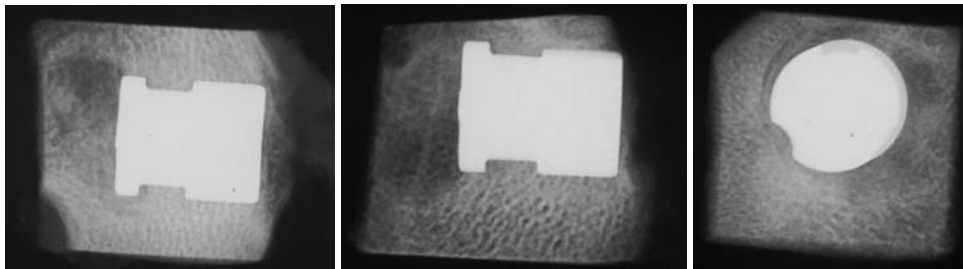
Röntgenmodus eines Schafzylinders)
